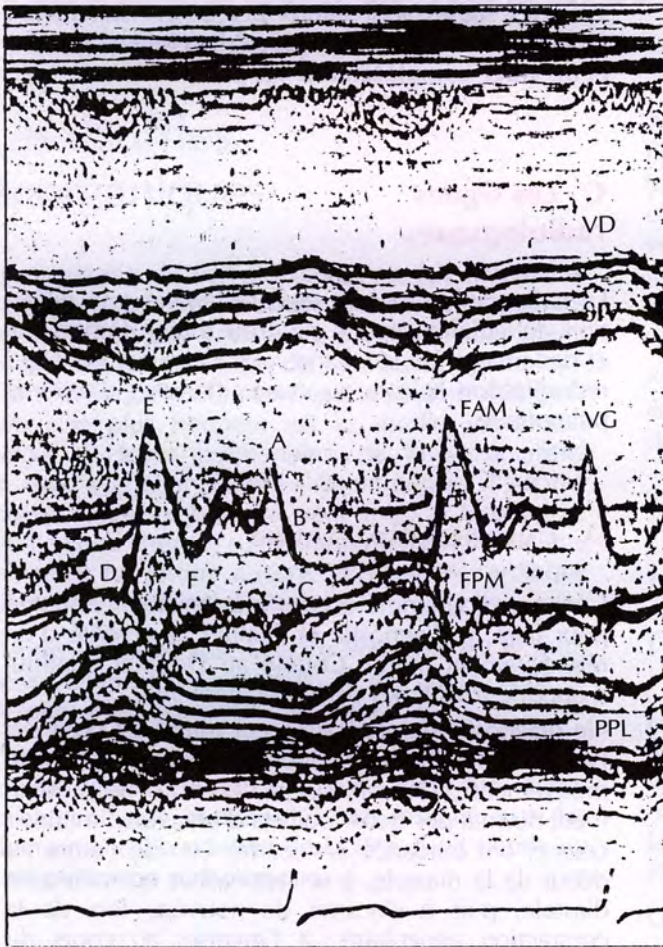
Aspect échocardiographique d'une valve mitrale normale. Tracé en mode M (reproduit avec l'autorisation du Dr J.-C. Farcot).
